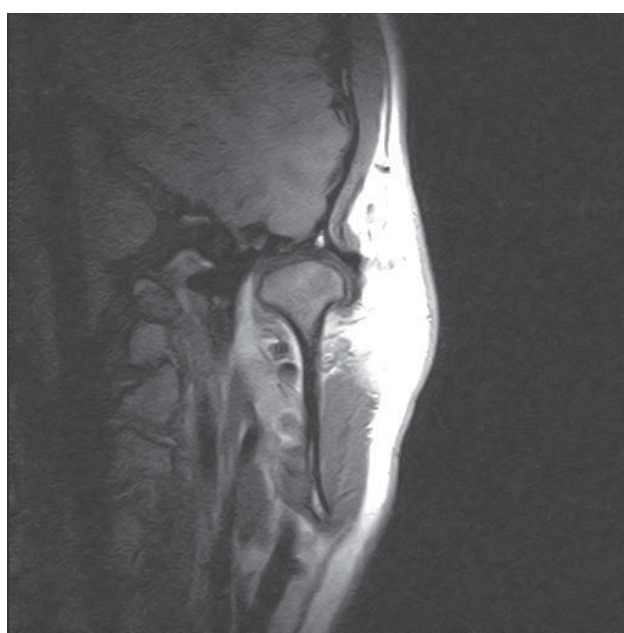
МРТ левого ВНЧС в косококоронарной плоскости, T1-взвешенное изображение. Деформация головки нижней челюсти, краевые остеофиты, латеральное смещение суставного диска
